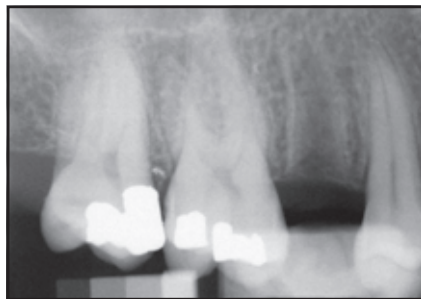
Kontrollröntgenaufnahme nach 12 Wochen.
